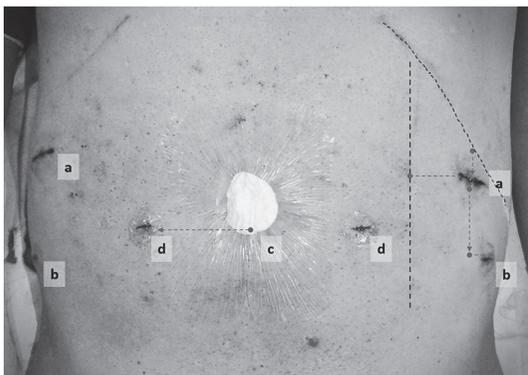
手術創（ポート配置）：(a) ECS 1st トロッカー：超音波で腹直筋外縁（点線）を確認し外側へ5 cm, 肋骨弓（点線）から足側に2 cmを目安に留置. (b) ECS 2nd トロッカー：1st トロッカーから足側に5 cm, 外側へ2 cmを目安に鏡視下で確認しながら留置. (c) TAPP 1st トロッカー：臍底部へoptical view methodで刺入. (d) TAPP 2nd・3rd トロッカー：臍の高さで臍部から7～8 cm外側を目安に鏡視下に確認しながら留置.
